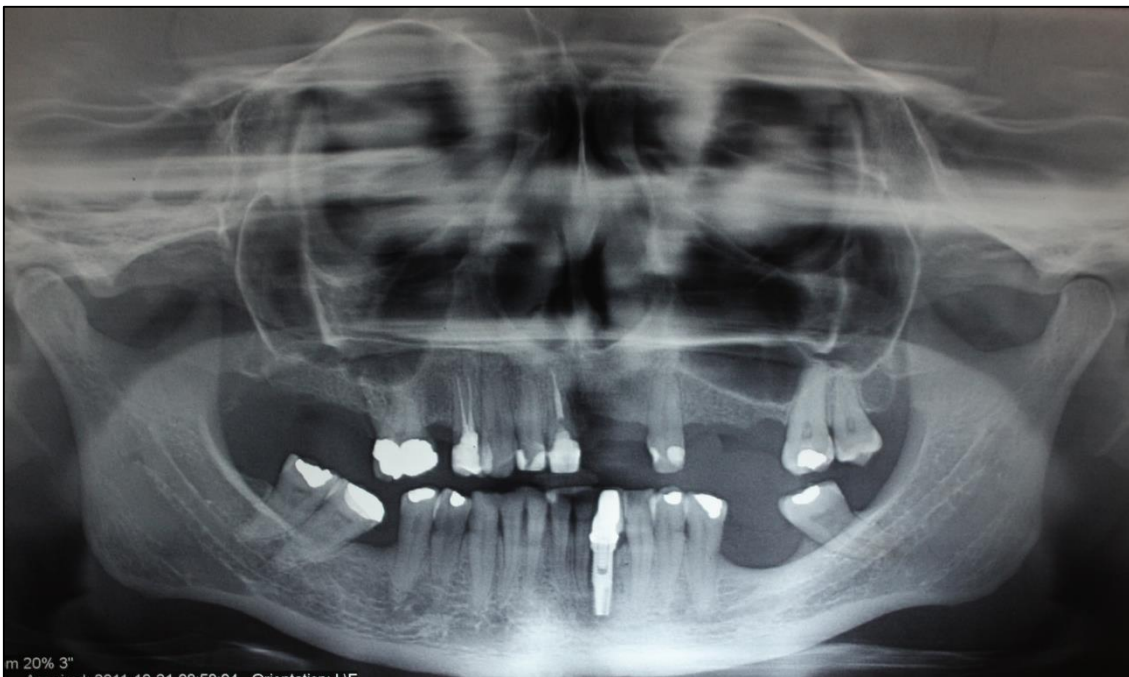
Radiografia Panorâmica utilizada para avaliação e seleção do paciente para a pesquisa.
